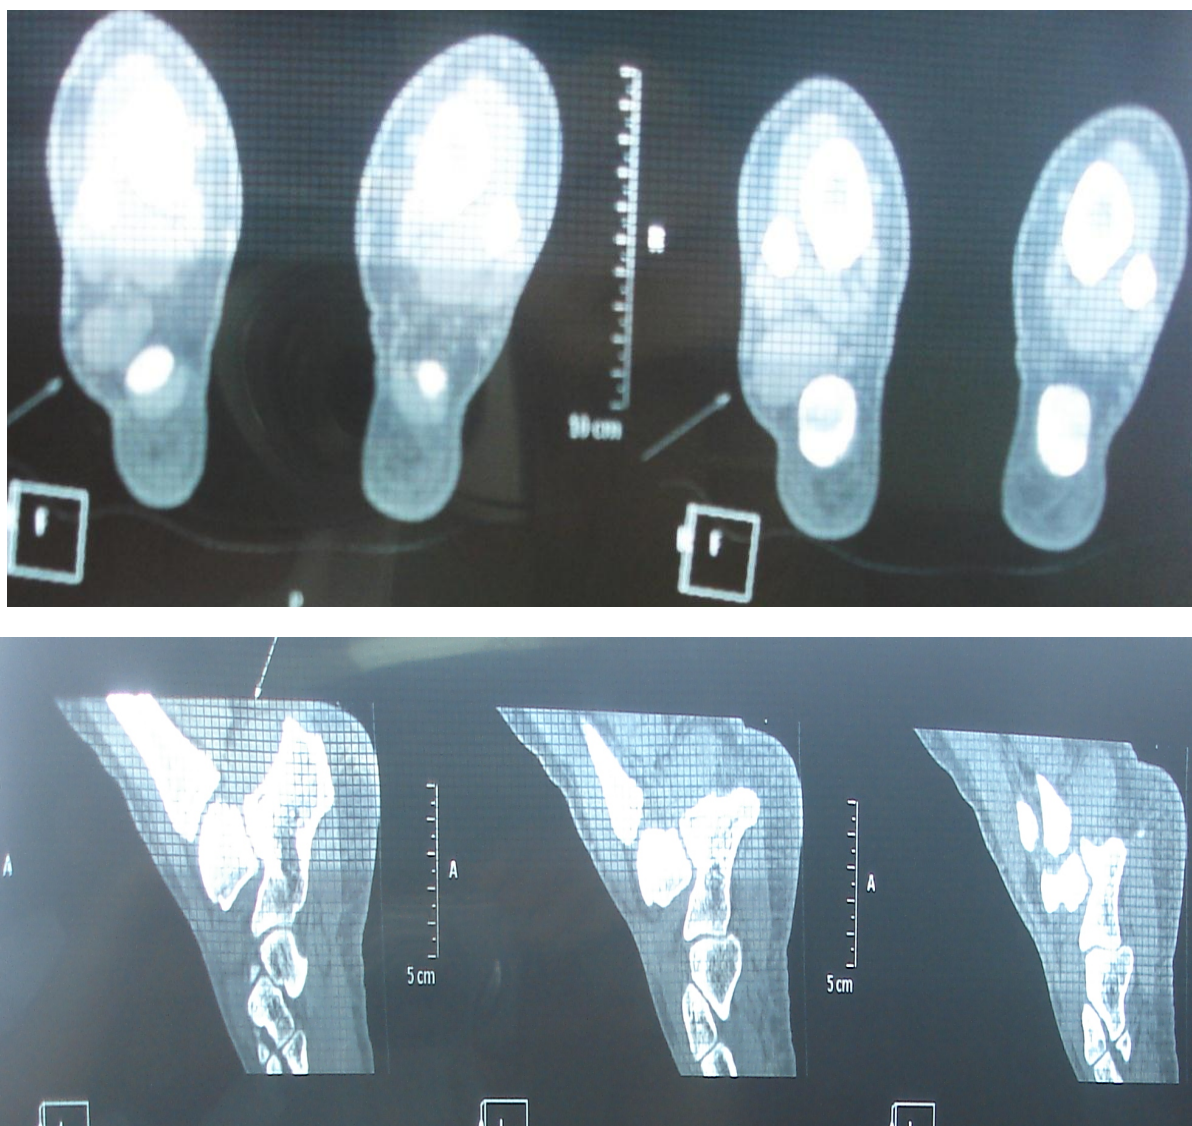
Компьютерно-томографическая картина нодулярного синовита правого голеностопного сустава ребенка 14 лет
